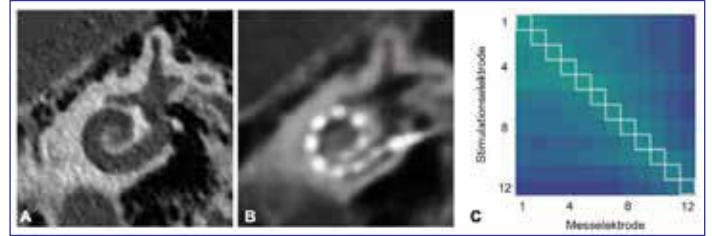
Registrierte CT-Bilder der Hörschnecke vor (A) und nach dem Einführen einer Cochlea Implantat Elektrode (B). Postoperative Impedanzmatrix mit extrapolierten Diagonalwerten zwischen den einzelnen Elektrodenkontakten zur Abschätzung der Elektrodenlage (C). Die Impedanzmatrix zeigt eine regelrechte Lage der Elektrode in der Hörschnecke. Angepasst aus: (Schraivogel et al., 2023).
